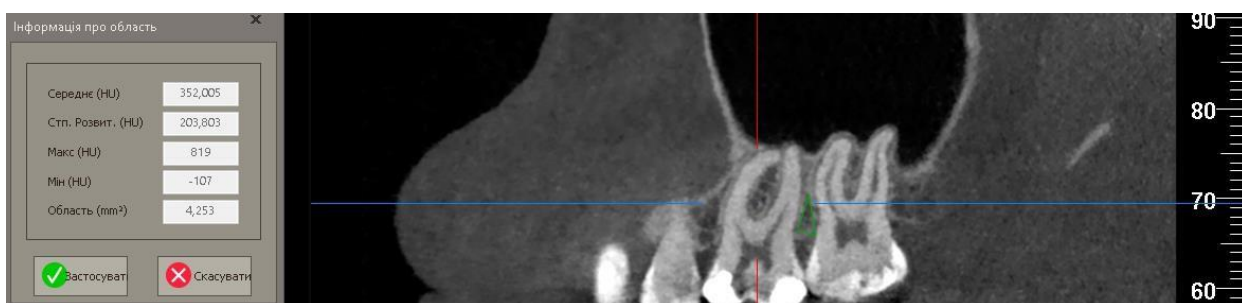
Ділянка остеопорозу на 3D-КТ
